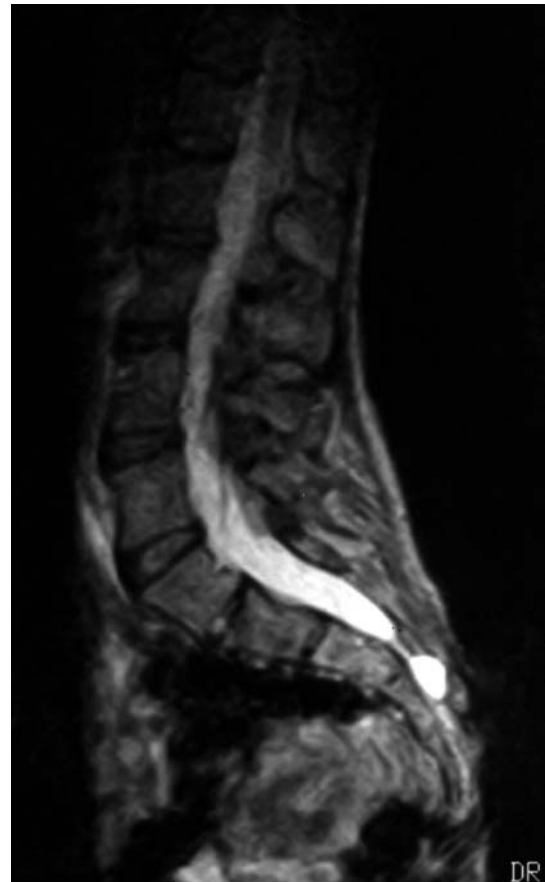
RM del caso clínico 2 que muestra un quiste de Tarlov, localizado en S3, de 1 cm de diámetro.
